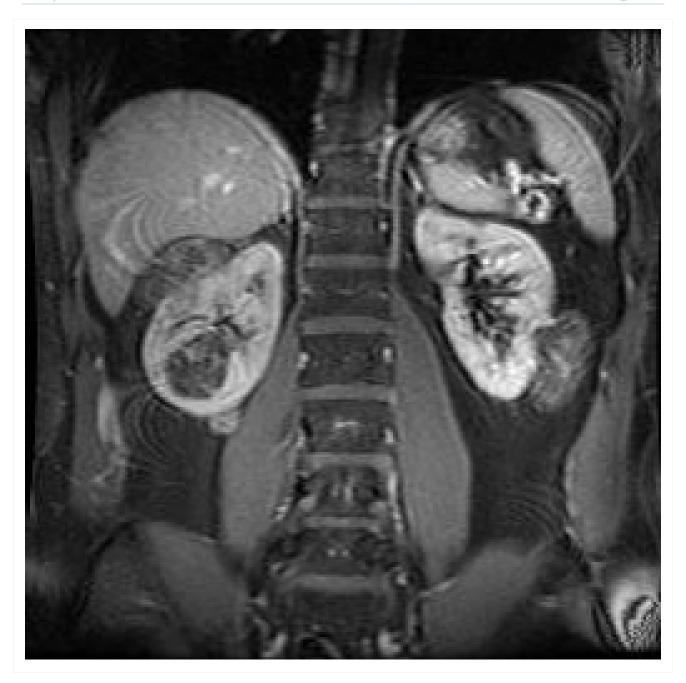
Múltiplos angiomiolipomas renais na ressonância nuclear magnética (RNM) coronal em T1 Cortesia do Dr. Francis J. DiMario Jr
